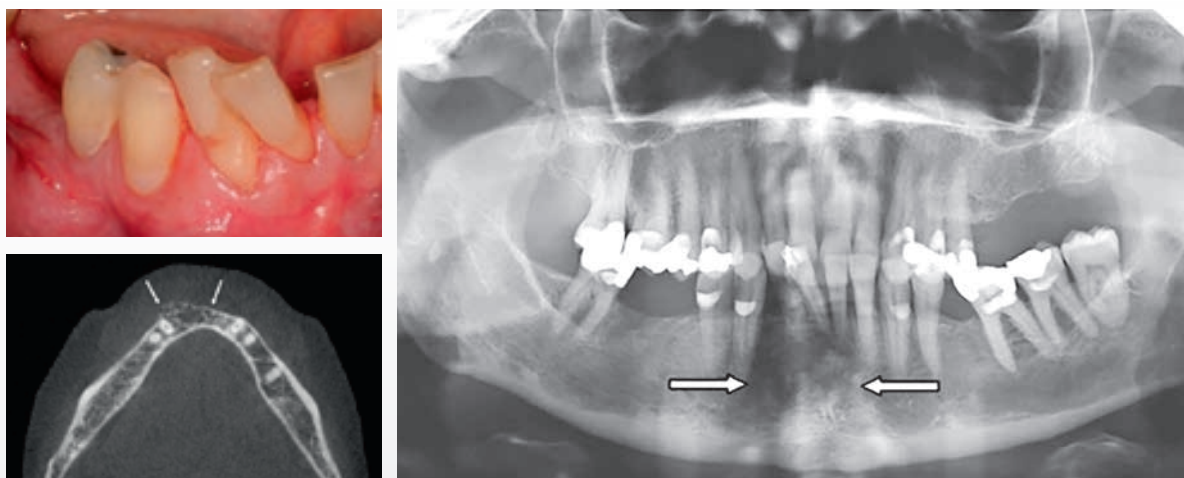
Klinisk foto viser hævelse og displacering af tænder i den anteriore del af mandiblen. På panoramarøntgen ses en diffust afgrænset forandring fra regio 3- til -2 med radiolucente og radiopake områder (pile). Det axiale CBCT-scanningsnit viser en multilokulær forandring med bukkal ekspansion (pile).
